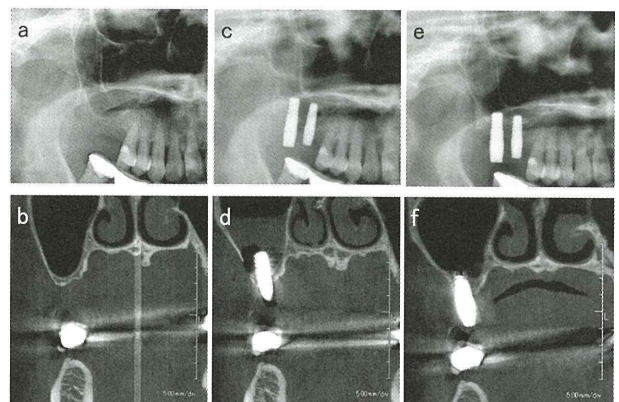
症例4 ; a. 術前パノラマX線写真。b. 術前CT写真。c. インプラント埋入直後のパノラマX線写真。d. インプラント埋入直後のCT写真。e. 埋入4か月後のパノラマX線写真。f. 埋入4か月後のCT写真。
